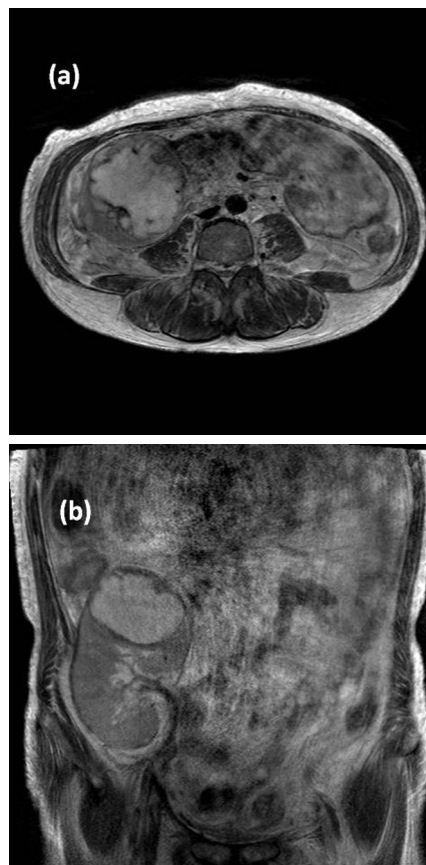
Magnetic resonance imaging (axial (a), coronal (b)) shows a high intensity cystic mass with clear margin.
